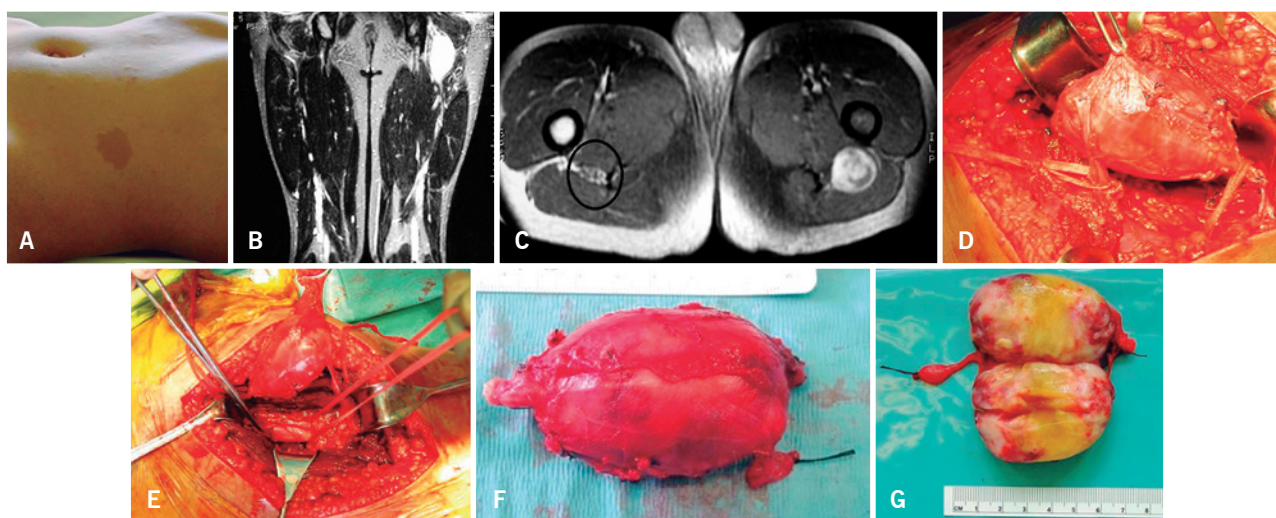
Neurofibrossarcoma junto ao nervo ciático. Paciente portador de neurofibromatose, no qual, durante o estadiamento, encontrou-se uma lesão junto ao nervo ciático. Em (A), imagem do abdômen do paciente onde se pode evidenciar uma mancha de café com leite com bordas irregulares. Notam-se também os vários nódulos que correspondem a neurofibromas espalhados por todo o corpo do paciente. Em (B), imagem da ressonância em corte coronal, ponderado em T2, em que se pode evidenciar o tumor de forma fusiforme, na região do nervo ciático. Em (C), observa-se, no corte axial ponderado em T1, o tumor ao lado do nervo ciático. Note o neurofibrossarcoma com sinal intermediário. Na coxa contralateral pode-se observar o feixe vasculonervoso no interior da circunferência preta. Em (D), pode-se evidenciar o tumor dissecado e com seus pedículos proximal e distal isolados por cadaços. Observe que o tumor corresponde a um neurofibroma de um nervo periférico que se malignizou, evoluindo para um neurofibrossarcoma. Em (E), pode-se evidenciar o feixe vasculonervoso dissecado, no qual é possível identificar o nervo ciático. Em (F) e (G), peça cirúrgica aberta pelo patologista no ato operatório, mostrando o aspecto típico do neurofibrossarcoma
